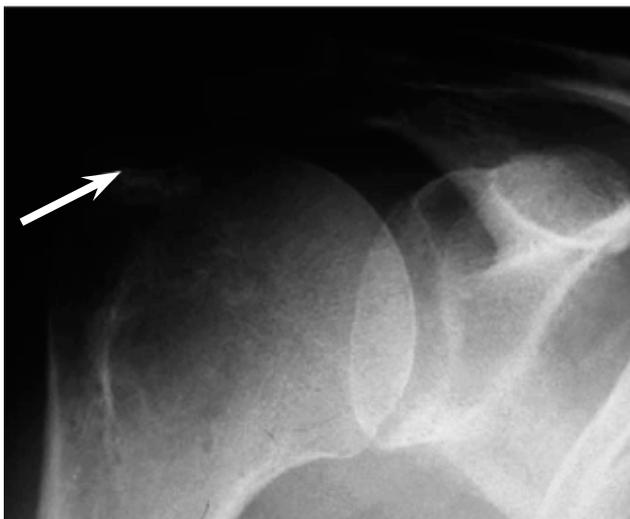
Рентгенологическая картина бурсита плеча: кальцифицированный конгломерат в субакромиальной сумке плеча в области большого бугорка головки плечевой кости (стрелка)
